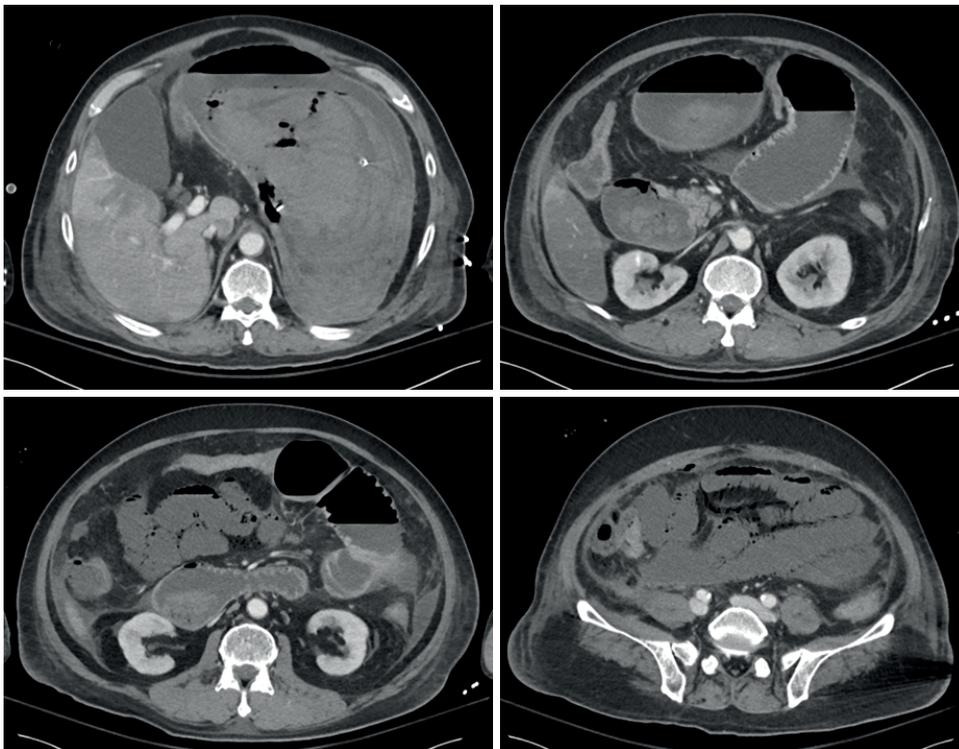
후속 복부 컴퓨터 단층촬영 이미지
